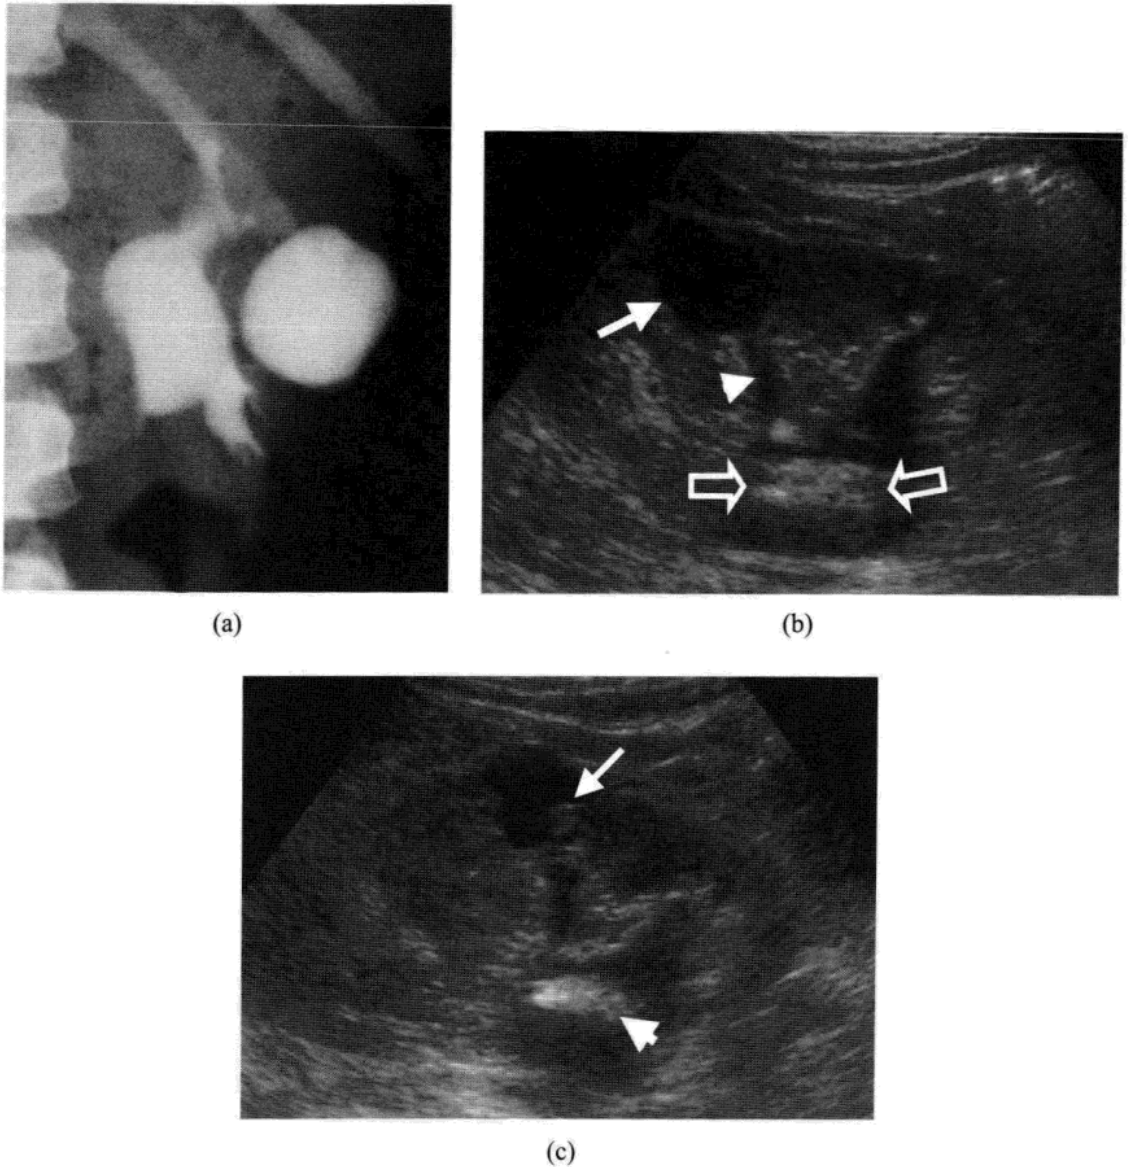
(a) 静脉内尿路造影显示内充满对比剂的左肾肾盂原发性囊肿。(b) 超声检查显示肾盂原发性囊肿(箭头)在肾的上极。肾盂(开放箭头)内有结石。上极的肾大盏内也有结石显示。(c) 肾盂源性囊肿内显示小的结石(箭头), 肾盂(短箭头)内也有结石显示。
